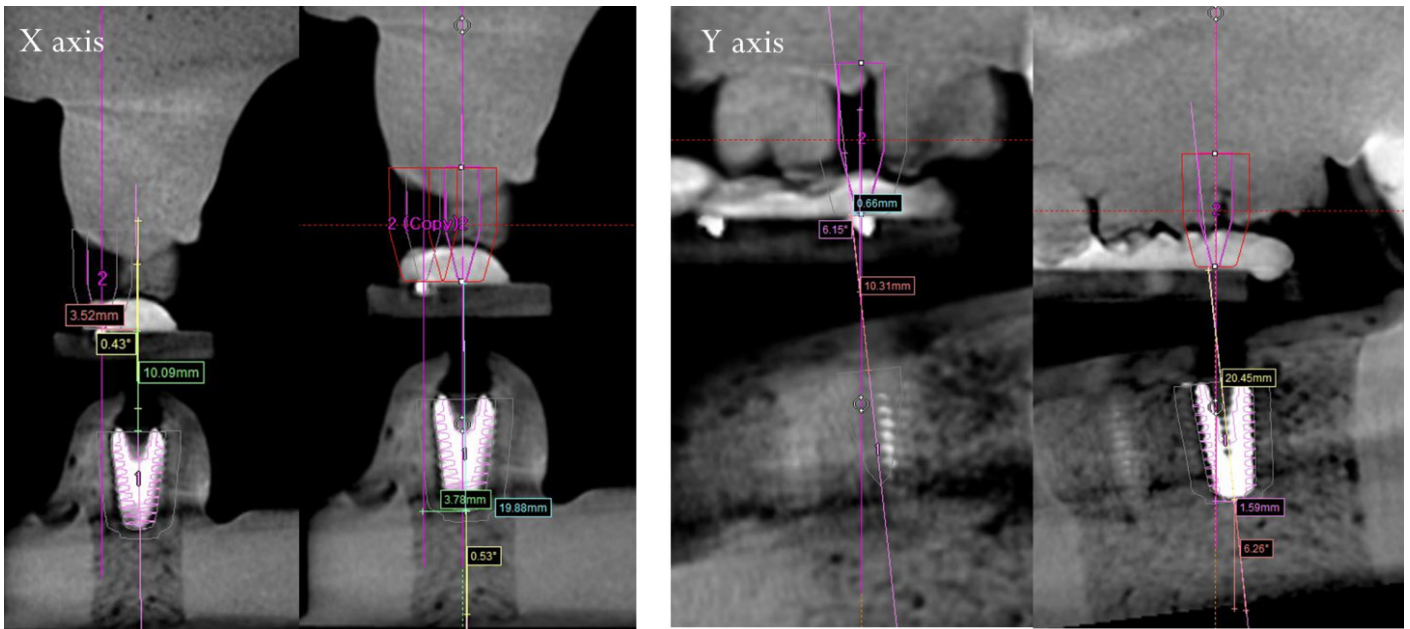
Position and angulation of the implant on the CBCT image.
